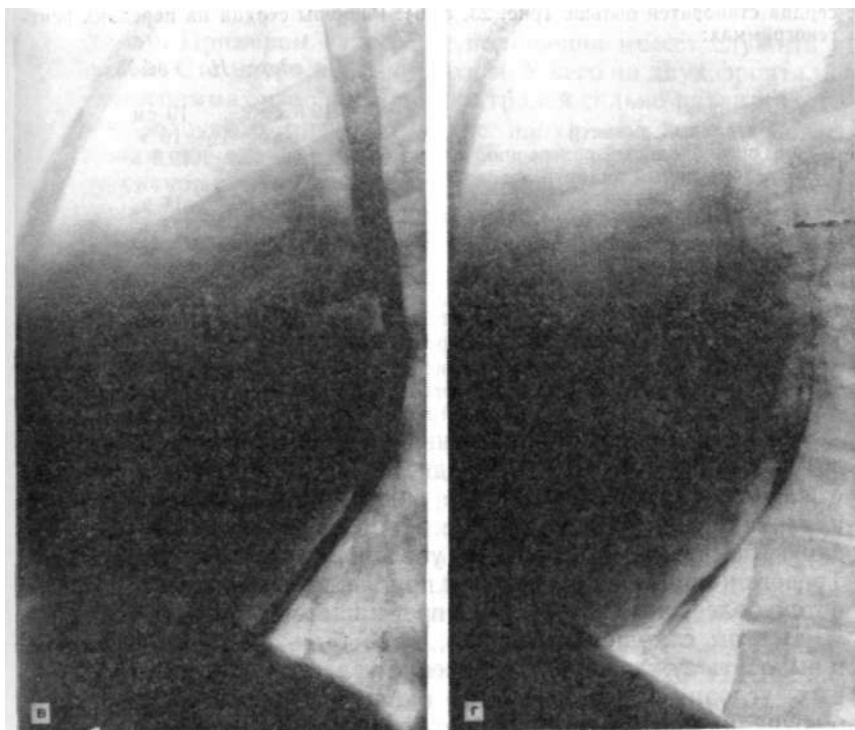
Рентгенограммы больной С. Н.
